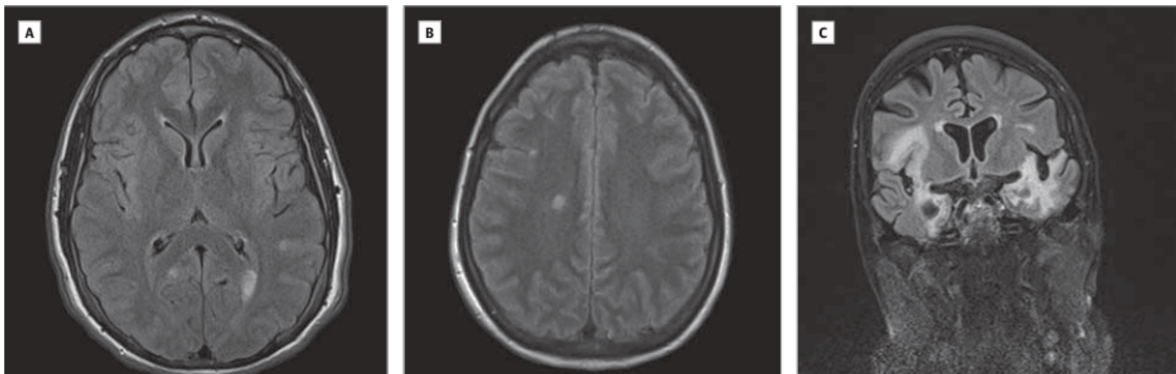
Trois patients présentant une encéphalite à anticorps anti NMDAR. À gauche : Axial FLAIR retrouvant des HS juxtacorticaux pariétaux gauches ; Au milieu : HS focaux de la SB frontale droite; À droite : HS asymétriques frontoinsulaires bilatéraux. Courtoisie Kayser et coll. (61)
